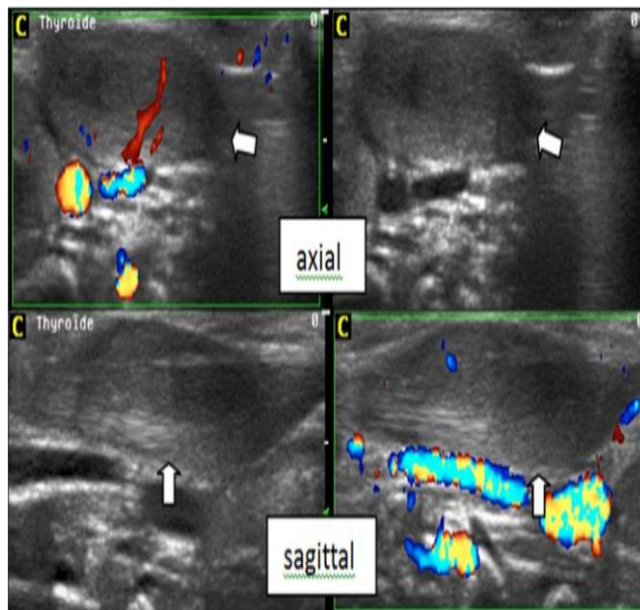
Axial and longitudinal ultrasound sections of the neck, using a 12 MHz linear probe, showing homogeneous fusiform thickening (arrow) of the body of the left SCM muscle, with preservation of its fibrillary appearance and little vascular signal on color Doppler
